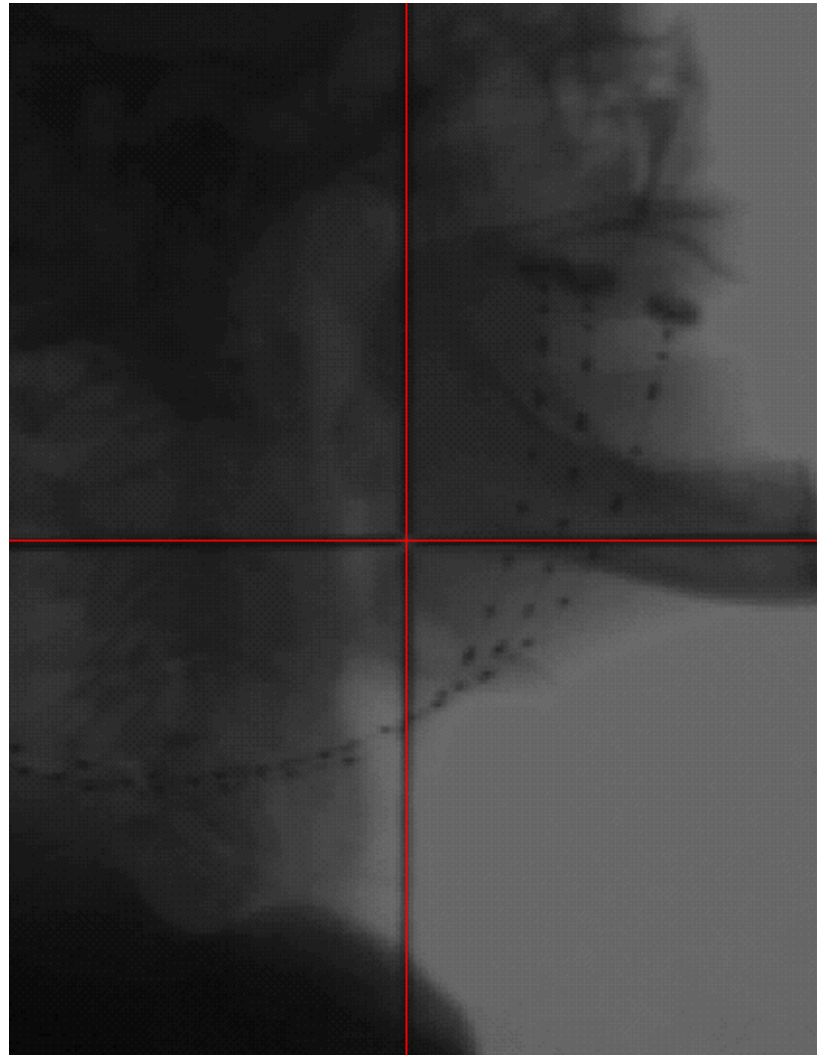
aplikatorów z markerami w TK (język i dno jamy ustnej), obszar CTV blisko kości
